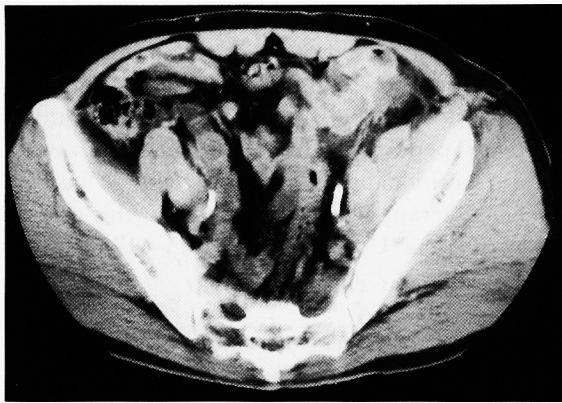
CT scan showed a external iliac lymph node swelling.
